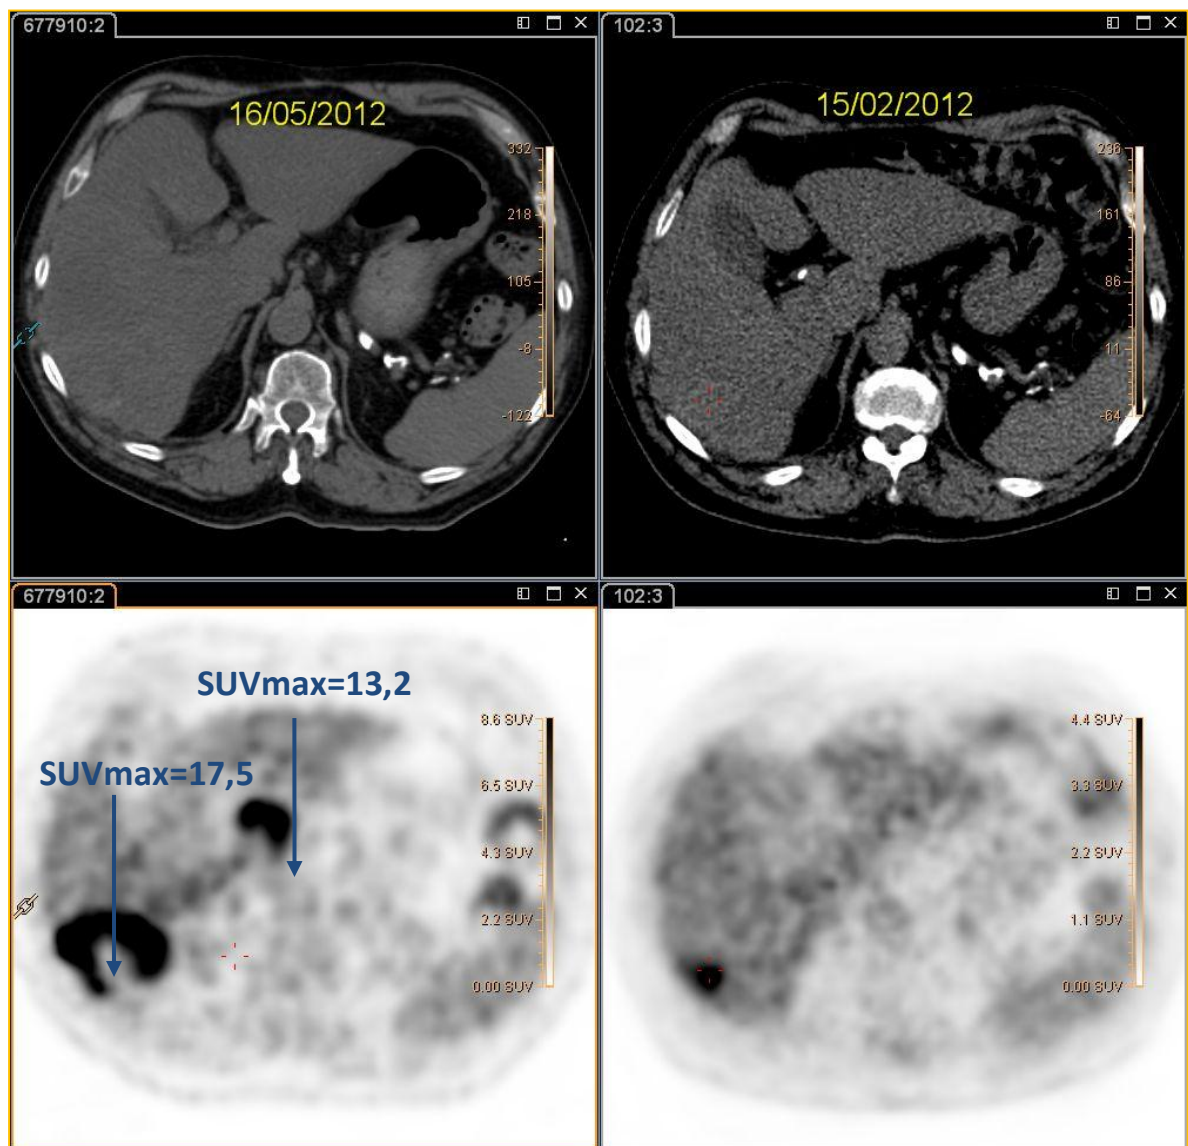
Imagens PET-CT tardias do abdômen resultantes de dois estudos realizados no mesmo paciente em datas diferentes. À direita imagens PET-CT do estudo antes da quimioterapia e à esquerda reestadiamento após quimioterapia.
